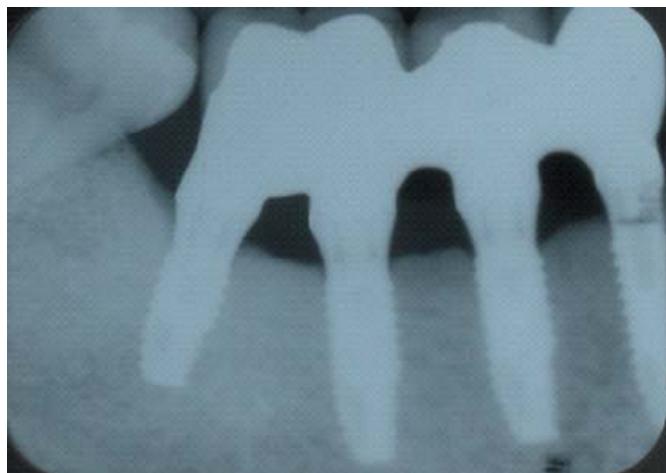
Control radiográfico (proyección periapical) a los 24 meses de carga en cuarto cuadrante.
